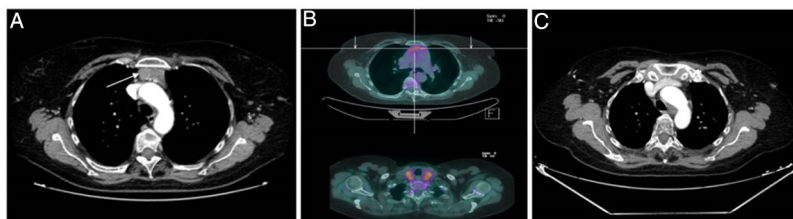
Imágenes por TC y PET-TC de timoma.
